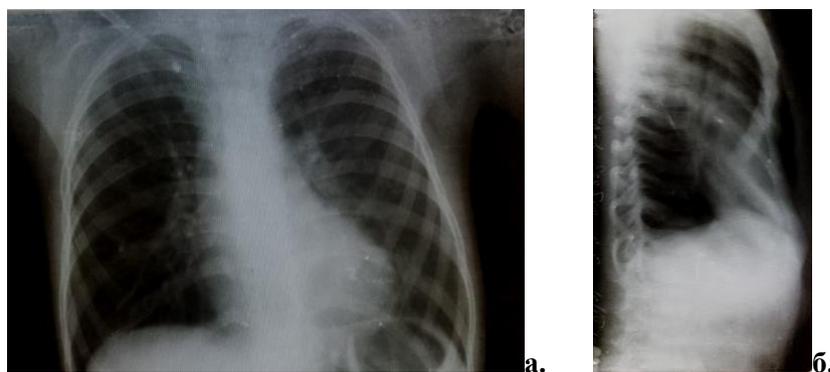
Обзорная рентгенограмма больного А., 7 лет, и/б № 6440 с воронкообразной деформацией грудной клетки 3 степени.
